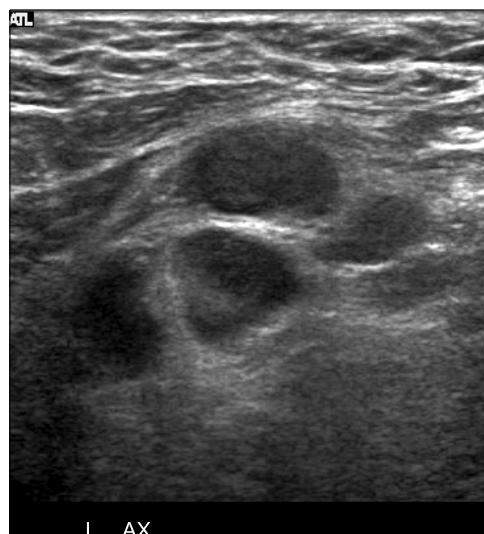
Ultrasonography of left axilla demonstrating multiple enlarged axillary lymph nodes.
